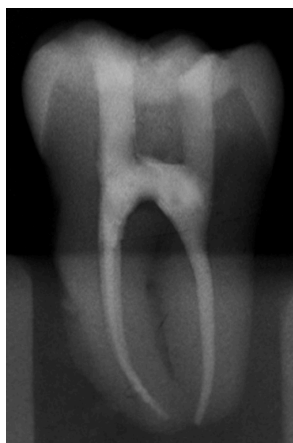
Radiographie rétro-alvéolaire finale du traitement endodontique au travers d'un accès ultra-conservateur d'une molaire mandibulaire. Nous noterons la préservation du pont amérodentinaire (source : Corsentino et coll., 2018).
